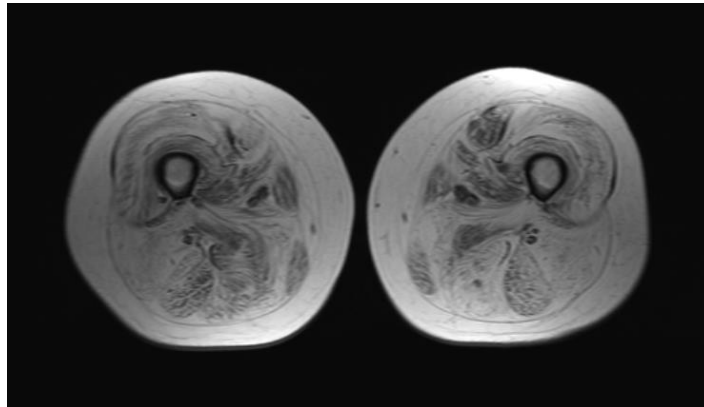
Die MRT der Oberschenkel von Patient 2 zeigt nur noch einzeln abgrenzbare Muskelfasern.
